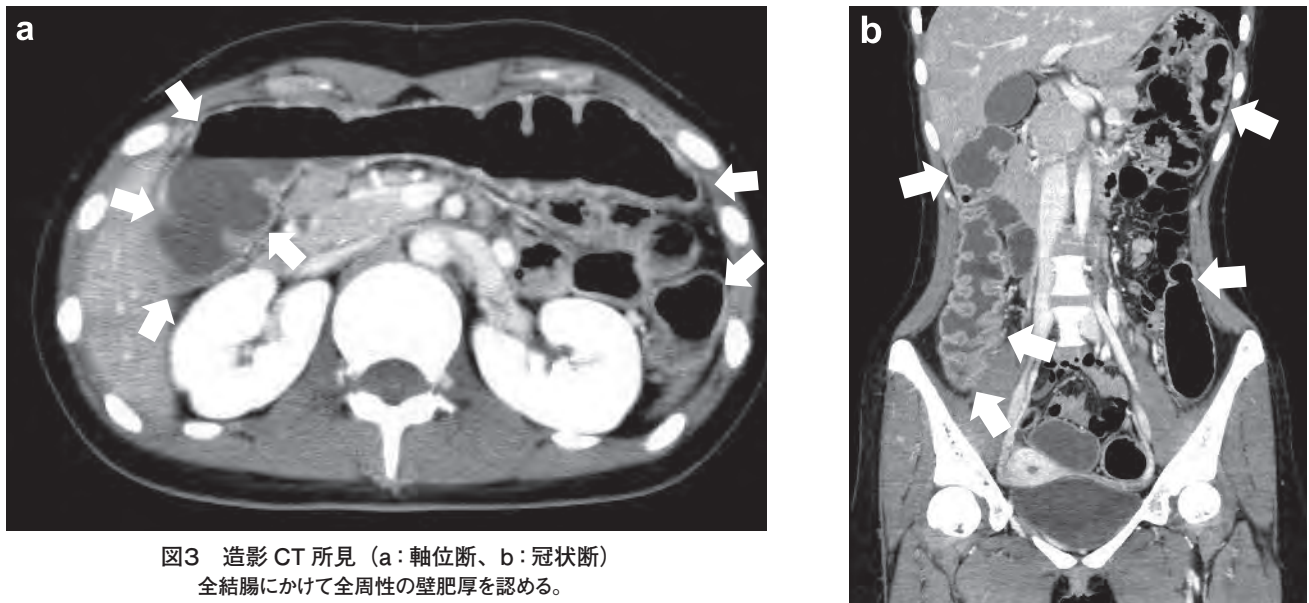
造影 CT 所見 (a:軸位断、b:冠状断)
